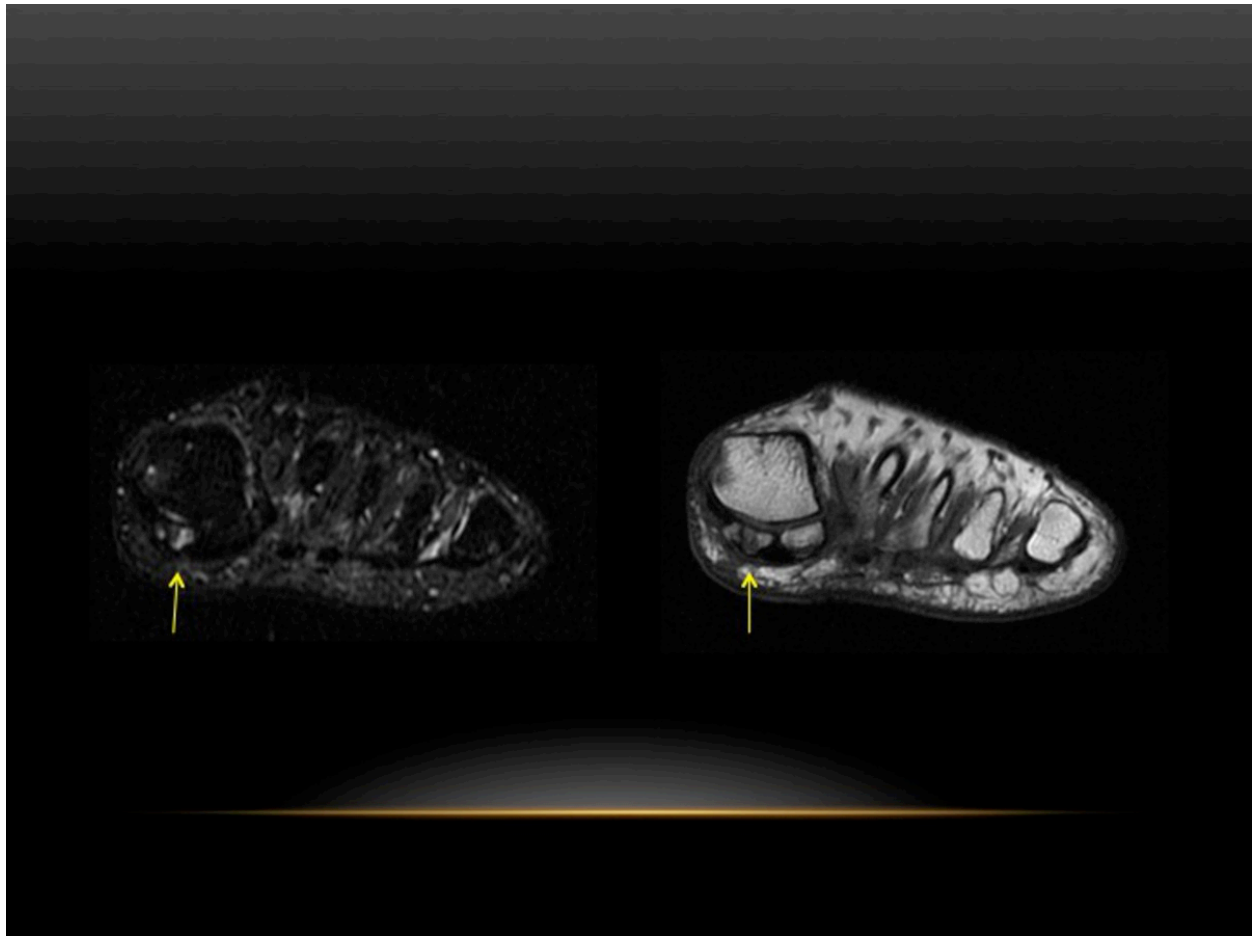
Hueso sesamoideo medial de la articulación metatarsofalángica del primer dedo fragmentado y con edema óseo. RM pie. Cortes coroneales STIR y T1.
